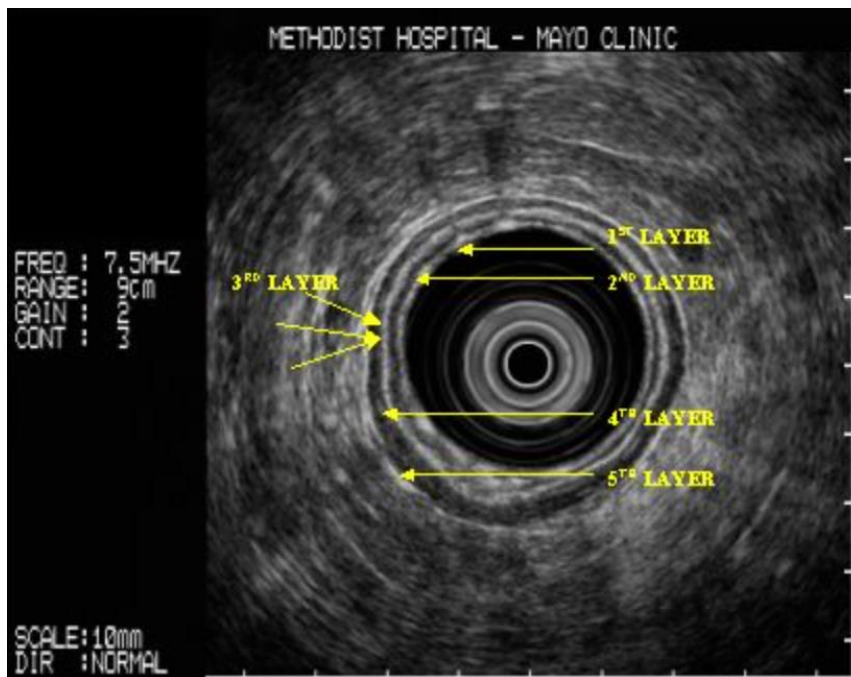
Ultrasonido endoscópico esofágico normal., muestra las 5 capas típicas. Capa 1 (Hiperecólica) es la interfase entre el lumen y la mucosa. Capa 2 (hipoecólica) es la mucosa profunda incluyendo la muscular de la mucosa. Capa 3 (Hiperecólica) es la submucosa. Capa 4 (Hipoecólica) es la muscular propia. Capa 5 (Hiperecólica) interfase adventicia. (<https://somepomed.org/articulos/contents/mobipreview.htm?30/1/30741>)
